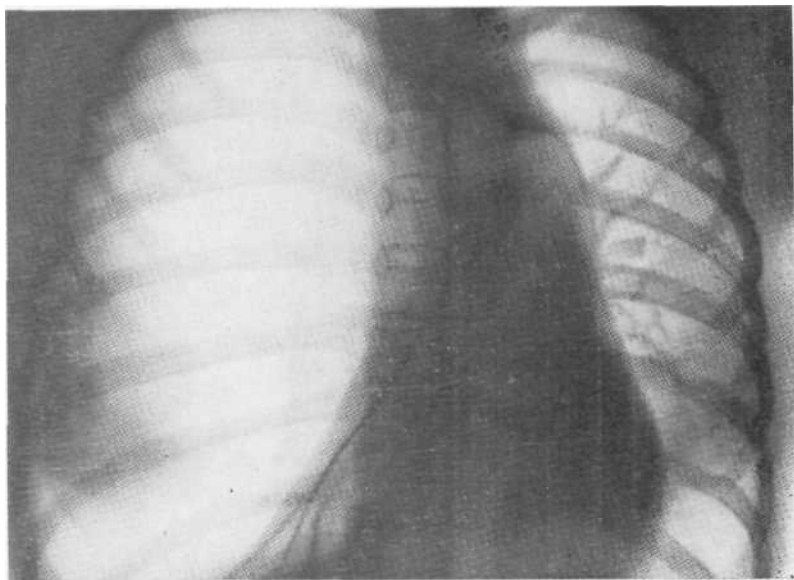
Обзорная рентгенограмма. Гигантская булла правого легкого. Легкое отдавлено книзу и медиально. Хорошо видна грыжа верхнего отдела средостения с пролабированием кисты влево. Органы средостения смещены. После удаления буллы легкое полностью расправилось.
